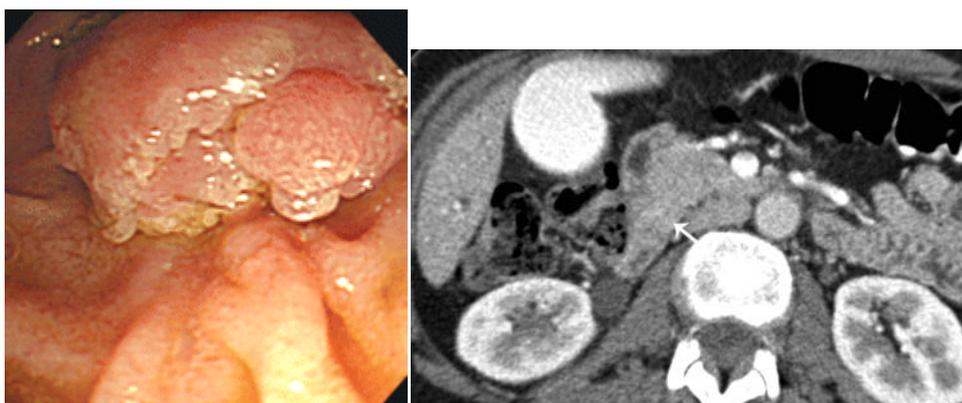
X CPRE y Tomografía Axial Computada en pacientes con carcinoma de ampulla de Vater
